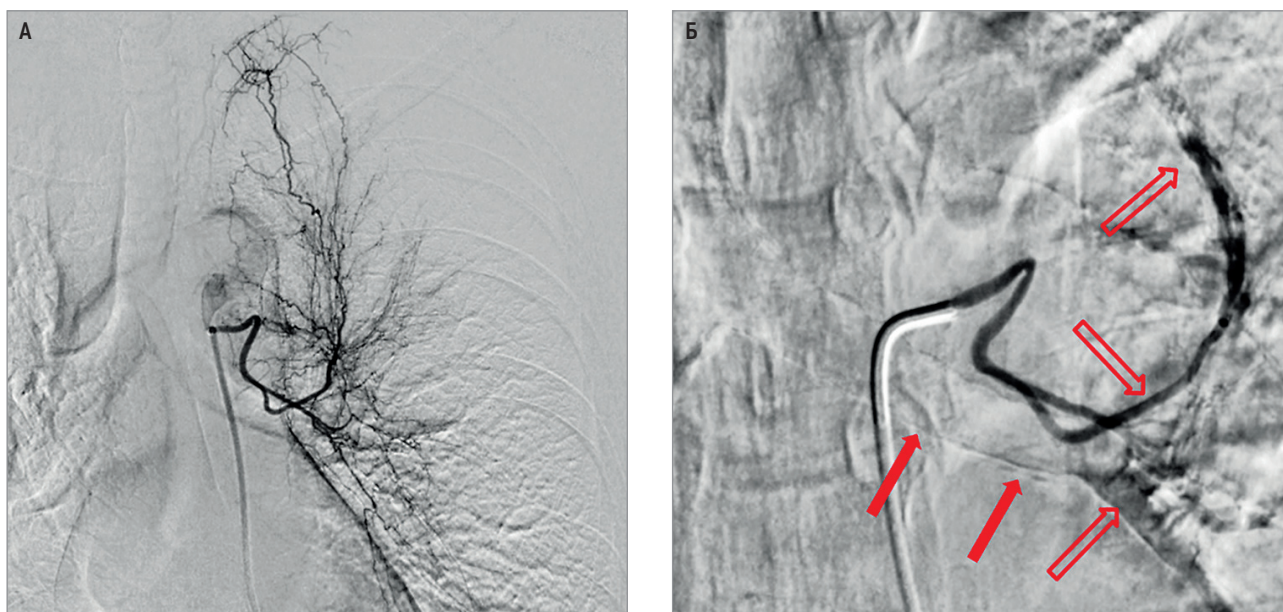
Экстравазация контрастного вещества из бронхиальных артерий: А – бронхиальная артериограмма, гиперплазия ствола и внутрилегочных ветвей бронхиальной артерии; бронхиальная артерия – источник кровохарканья; Б – состояние бронхиальной артерии после рентген-эндоваскулярной окклюзии
